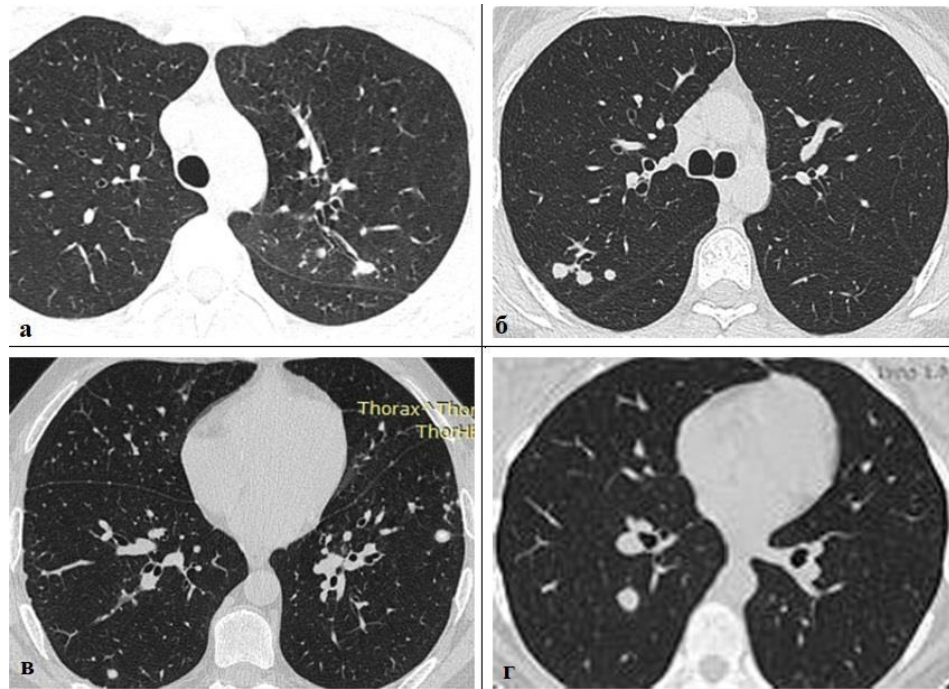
КТ ОГК. Легочное окно. Коронарная проекция. MPR. Единичные разноразмерные «уплотнения» и «округлые тени» в верхних и нижних отделах ЛЕГКИХ
